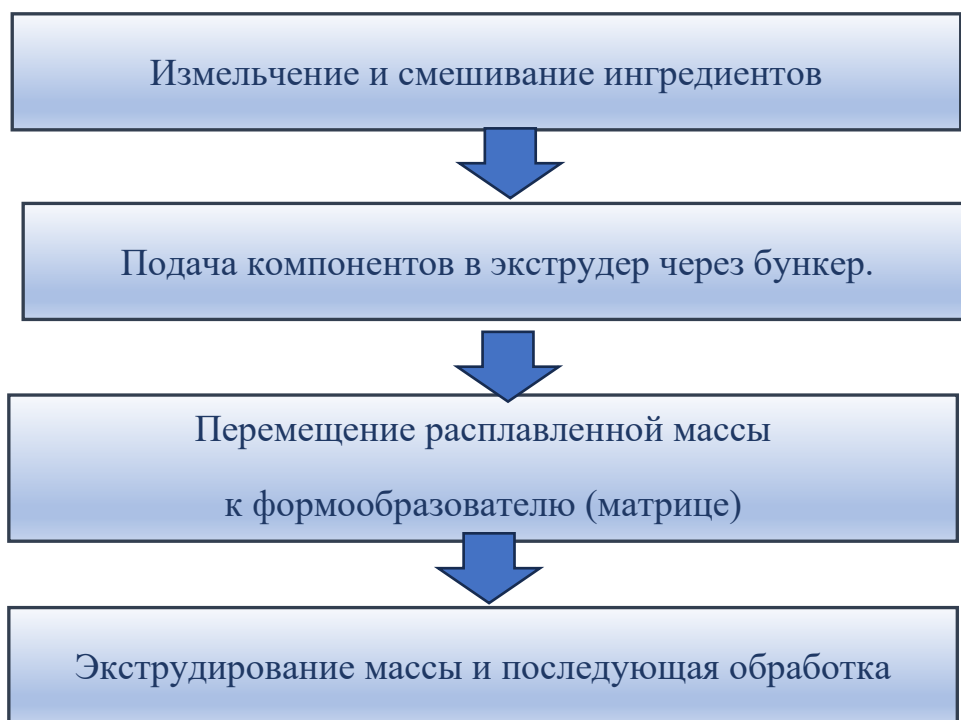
Стадии технологического процесса получения ЛПП методом экструзии
